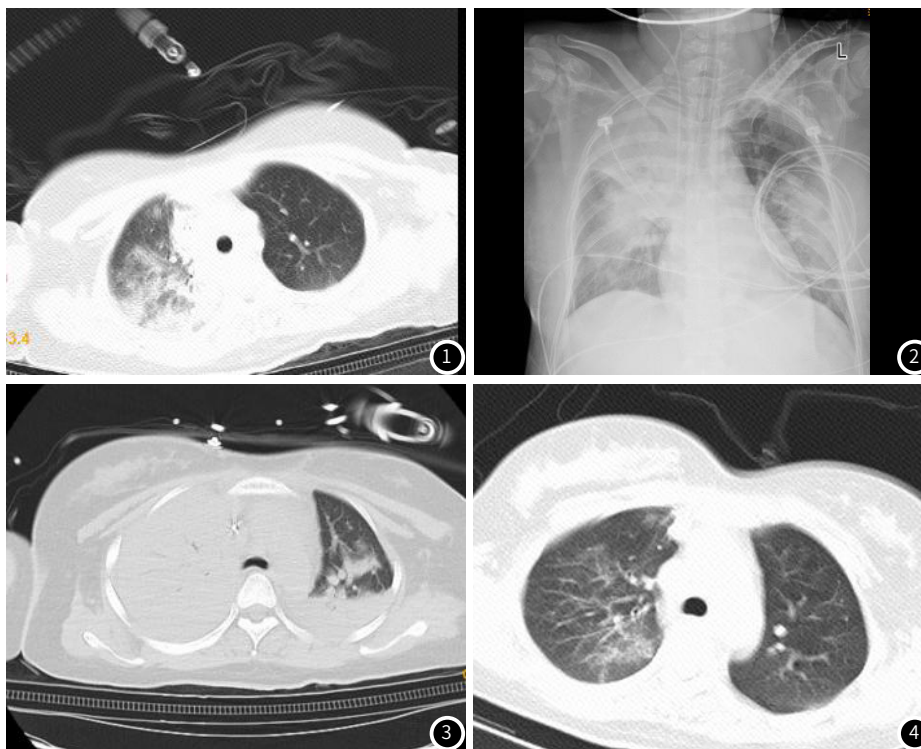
2022-05-04胸部CT(发病第4天)。图2 2022-05-05胸部X线(发病第5天)。
